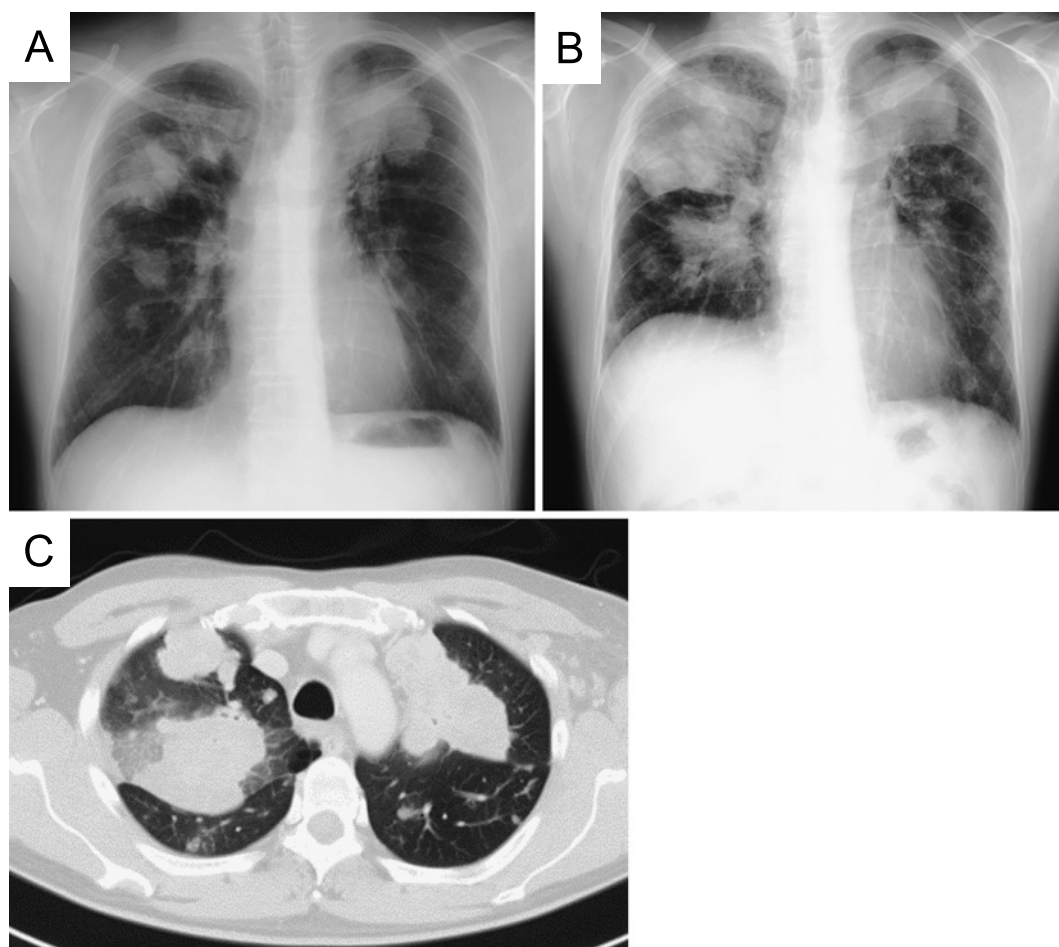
A chest X-ray 2 months before nivolumab treatment showed multiple lung nodules in the bilateral lung fields (A). Chest X-ray (B) and chest CT (C) on admission showed that the rapid growth of the nodules.
